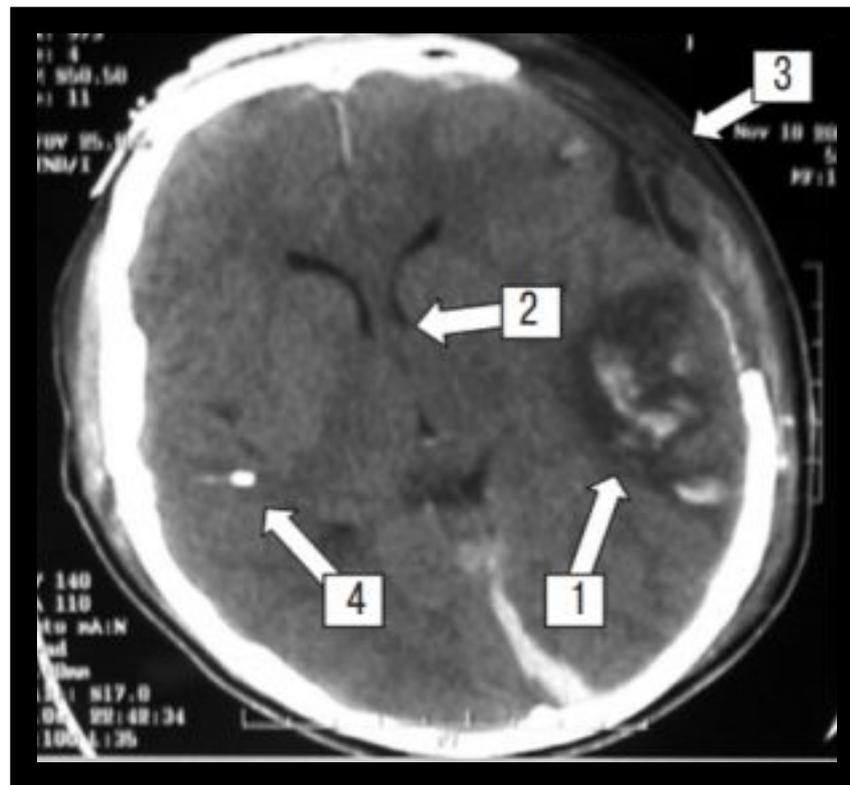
№15 КТ-ГМ пациента с внутрочерепным кровоизлиянием (разрыв артериальной аневризмы). На аксиальном срезе виден диффузный отек вещества ГМ, зоны отёка и ишемии с геморрагическим пропитыванием (1). Желудочки мозга значительно сужены (2), имеется трепанационный дефект после декомпрессивной краниотомии (3). Датчик измерения ВЧД установлен в паренхиму правой височной доли (контрлатерально очагу, на глубину 20 мм. (4)
